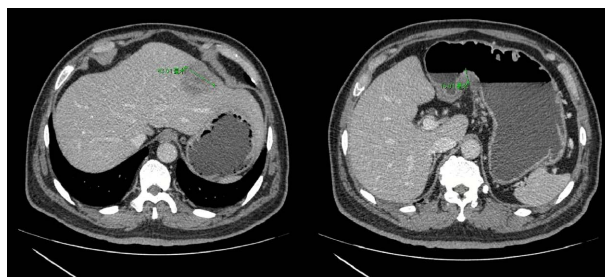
Contrast-enhanced CT of the upper abdomen on August 2, 2022. Left 1 is the diameter of the tumor in the left lateral lobe of the liver, left 2 is the thickness of the gastric wall at the lesser curvature
